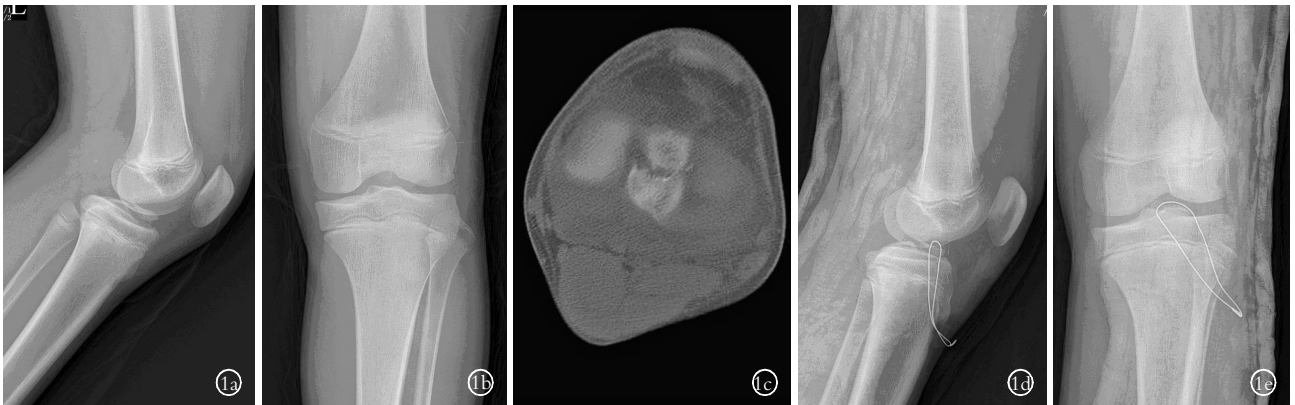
患儿, 男, 12 岁, 胫骨髁间棘骨折 1a, 1b. 术前膝关节侧位及正位 X 线片 1c. 术前 CT 片示胫骨髁间棘骨折, 且分离移位 1d, 1e. 术后膝关节侧位及正位 X 线片
